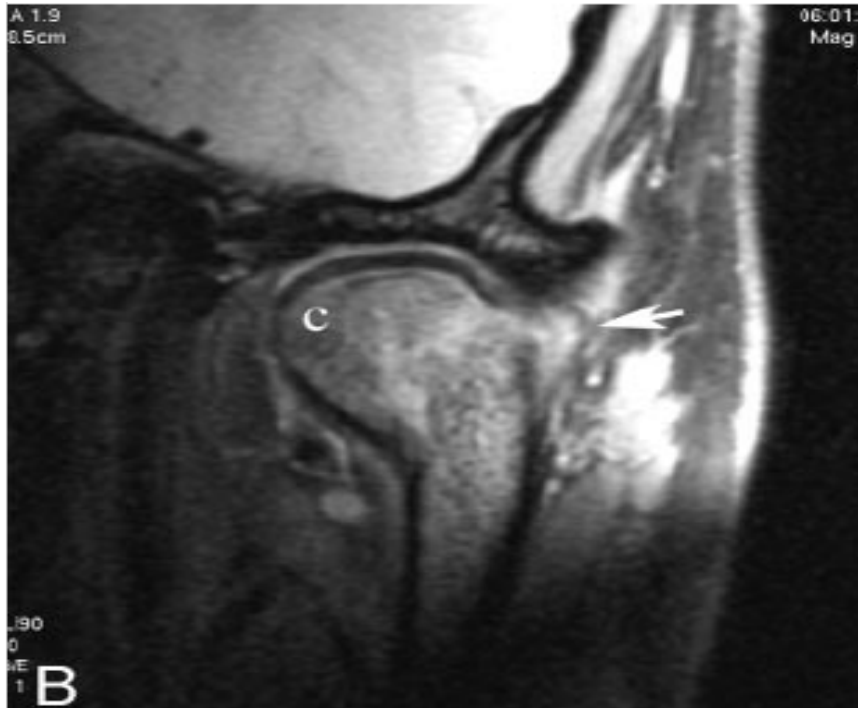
IRM coupe frontale qui met en évidence une fracture condylienne haute avec une avulsion du disque articulaire (c). (39)
